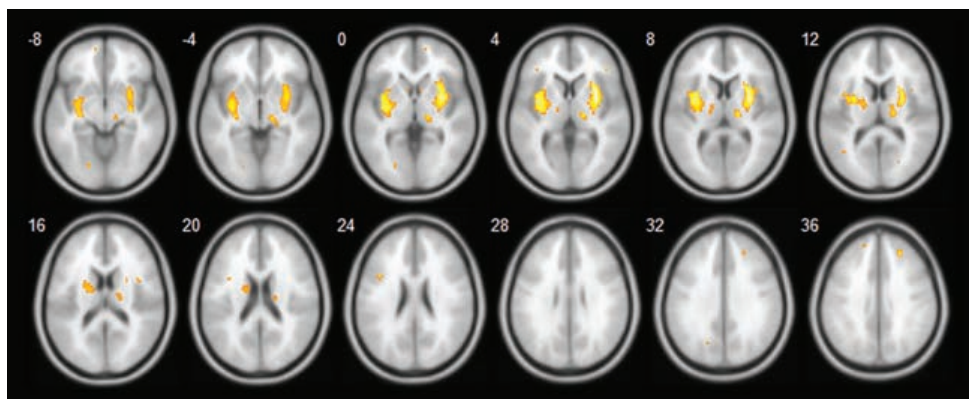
Зоны атрофии головного мозга у доклинических носителей мутантного гена болезни Гентингтона в сравнении с контролем по данным вокселориентированной МРТ-морфометрии. Зоны уменьшенного объема вещества мозга выделены цветом (Юдина, 2014).
